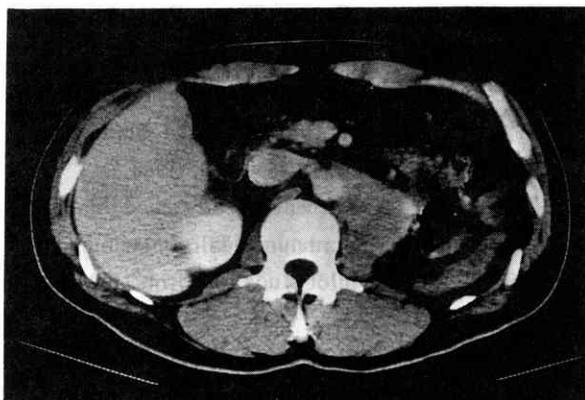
症例6。化学療法前のCT像。左傍大動脈リンパ節の腫大をみる。
